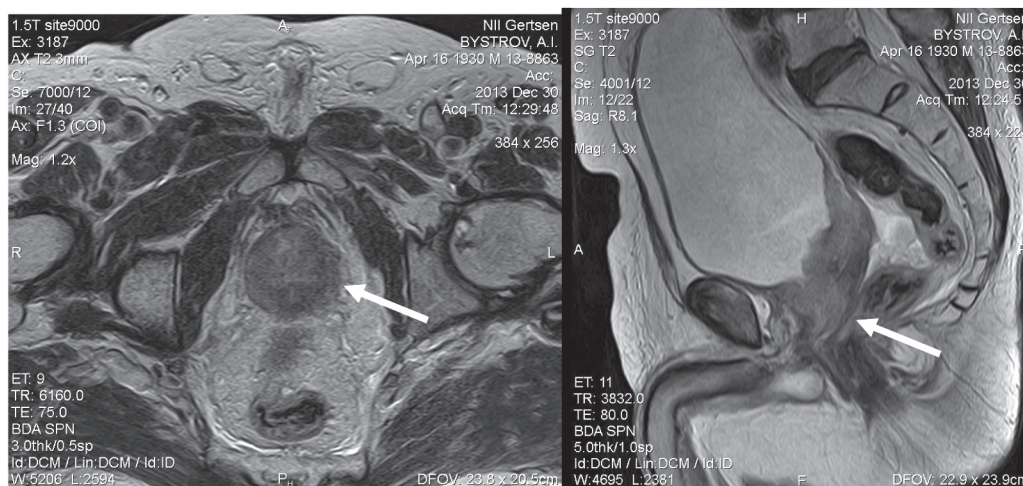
МРТ органов малого таза. Опухоль предстательной железы
